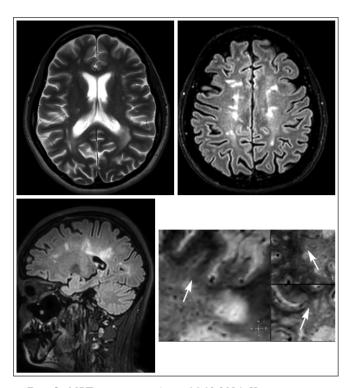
МРТ пациентки А. от 16.12.2024. На полученных Т2-, Т2-FLAIR- (толщина среза 1,2 мм), 3D-Ері-SWI-изображениях головного мозга визуализируются 15 очагов супратенториальной локализации диаметром более 3 мм. На полученных взвешенных по магнитной восприимчивости изображениях (с прицельной визуализацией венозных сосудов малого калибра) в центральных отделах 11 очагов по длинной оси определяется венозный сосуд (положительный СЦВ; отмечен белой стрелкой) Fig. 2. MRI of patient A. dated 16.12.2024. The T2-, T2-FLAIR (slice thickness 1.2 mm), and 3D-Epi-SWI images of the brain show 15 supratentorial lesions with a diameter of more than 3 mm. On the magnetic susceptibility-weighted images (SWI) obtained (with targeted visualisation of small-calibre venous vessels), a venous vessel is identified in the central sections of 11 lesions along the long axis (positive SCV; marked with a white arrow)
